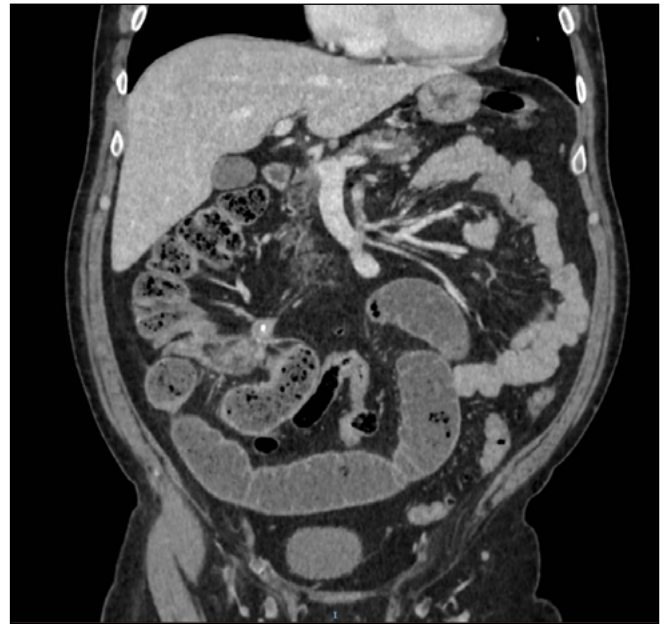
Obstrucción de intestino delgado en TAC.
